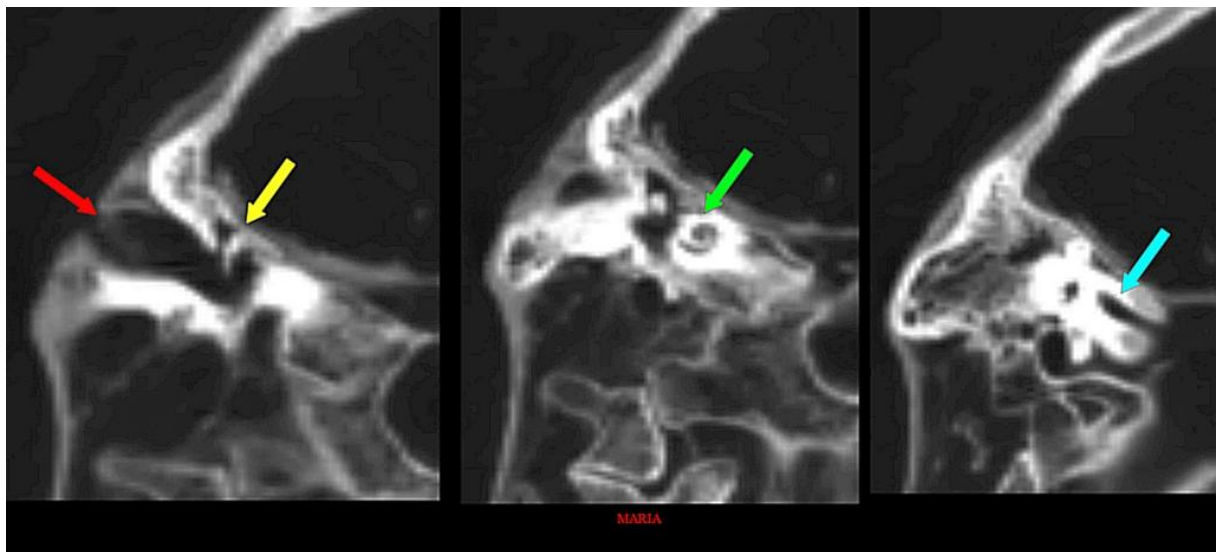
Cortes coronales de TC 2D de las estructuras internas del oído derecho en “Maria”. Obsérvese el tamaño normal del meato auditivo externo, a pesar del estrechamiento en su abertura (flecha roja). Los huesecillos del oído (flecha amarilla), la cóclea (flecha verde) y el conducto auditivo interno (flecha azul) fueron iguales a los humanos.
